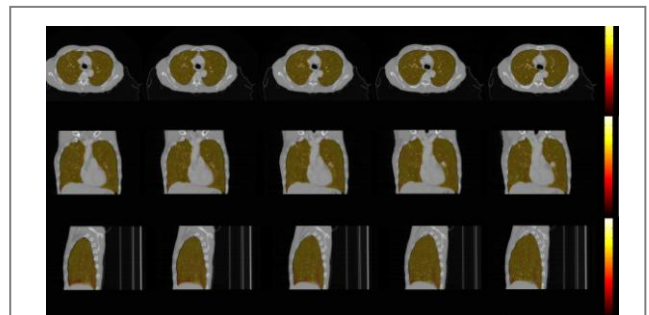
Fusion images of five continuous slices of ventilation images and CT, transverse section, coronal section and sagittal section from top to bottom respectively
